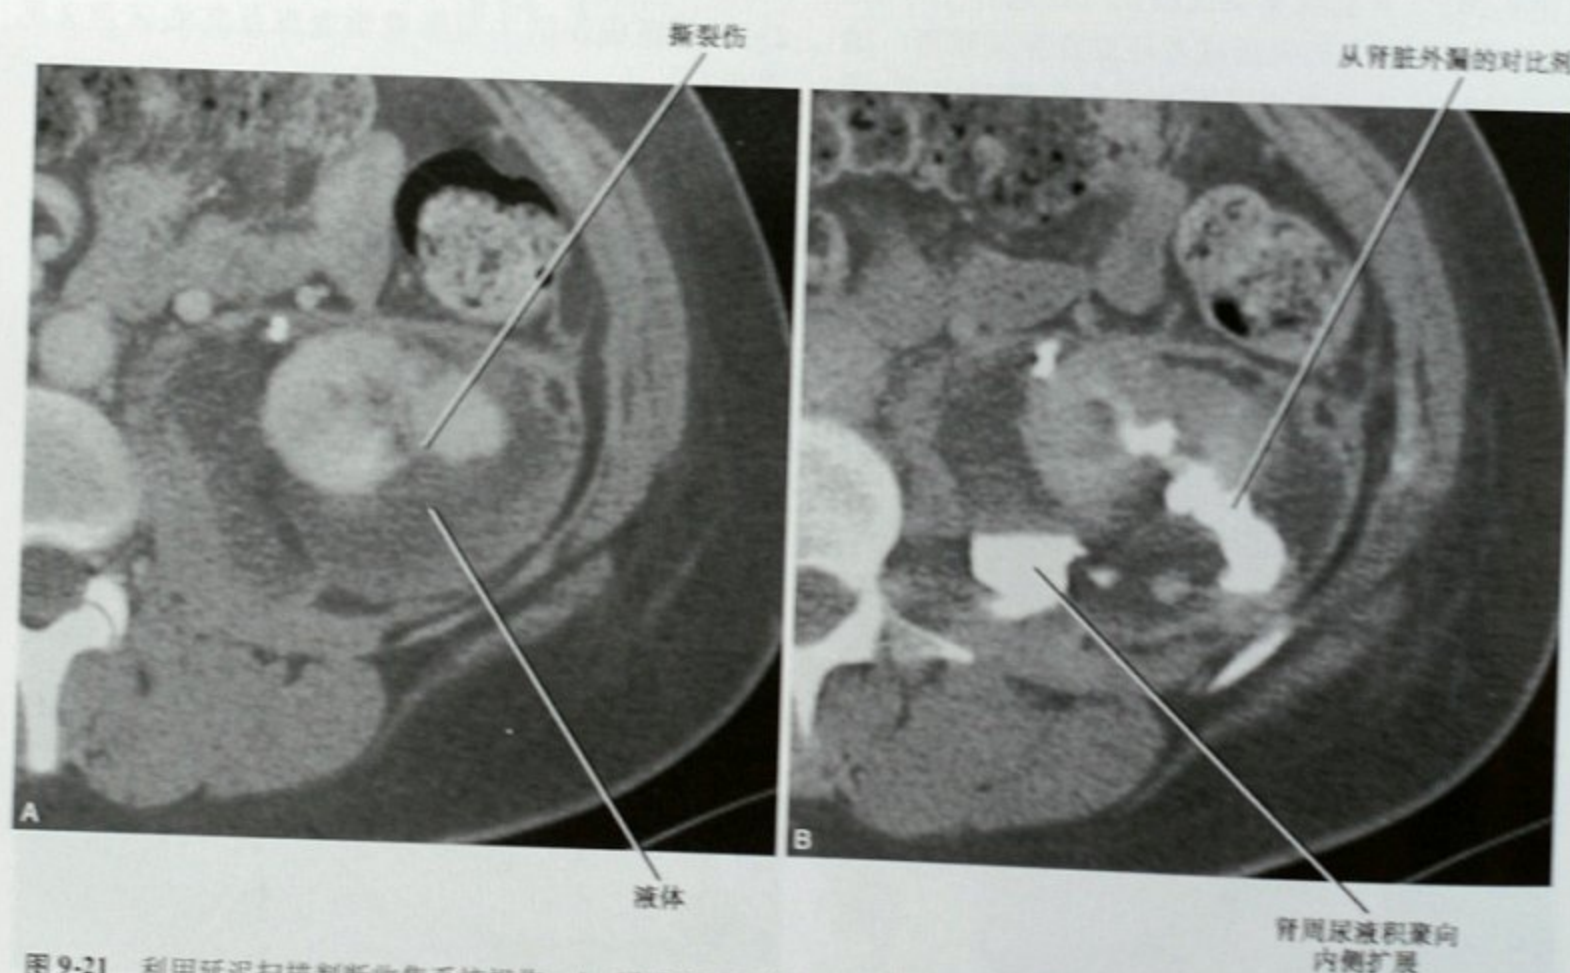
利用延迟扫描判断收集系统损伤。A. 增强CT门脉期可见左肾撕裂伤伴肾周积液;B. 20分钟后再次扫描显示混有对比剂的尿液外漏至肾周积液内
